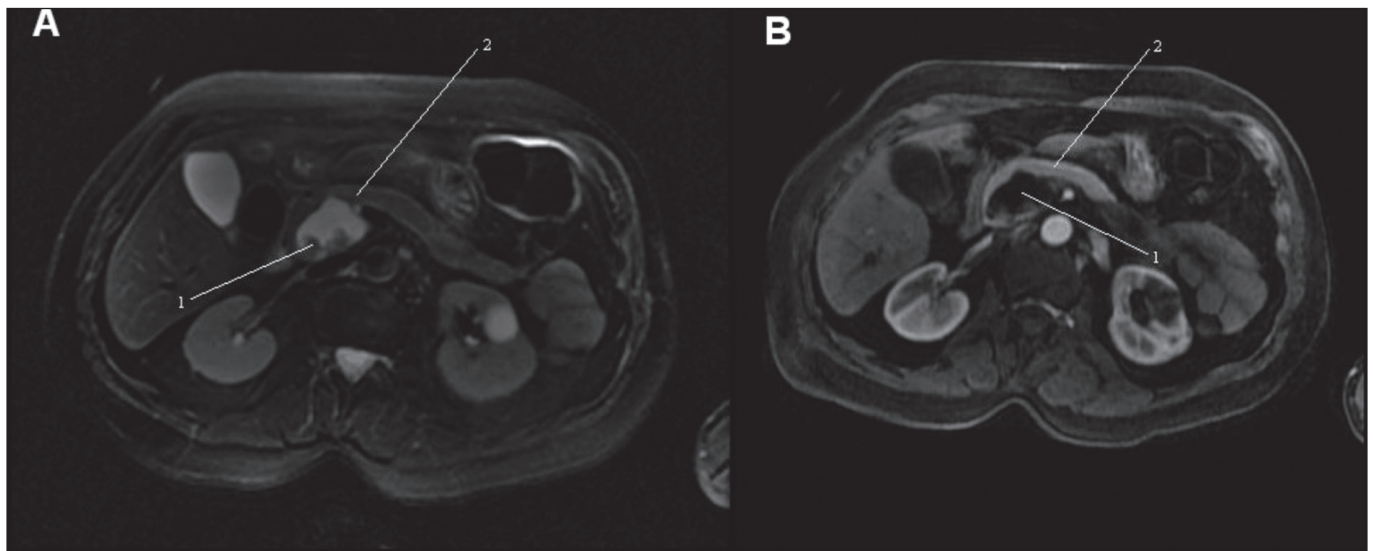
Cortes axiales de RMN: A. Secuencia potencia en T2 con supresión grasa, donde se visualiza el quiste debajo de la cabeza pancreática (2), así como las proyecciones papilares (1) intraquísticas. B. Secuencia Eco de gradiente 3D T1 con supresión grasa y con contraste intravenoso en fase arterial, apreciándose el quiste de colédoco (1) debajo de la cabeza del páncreas (2).
